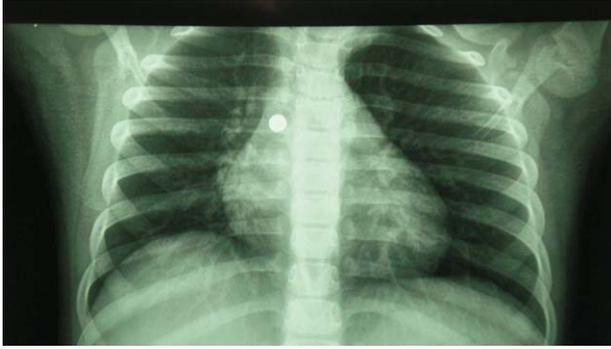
Radiografía de tórax donde se observa una imagen compatible con la correspondiente a una pila de botón que ha impactado en el bronquio principal derecho.
